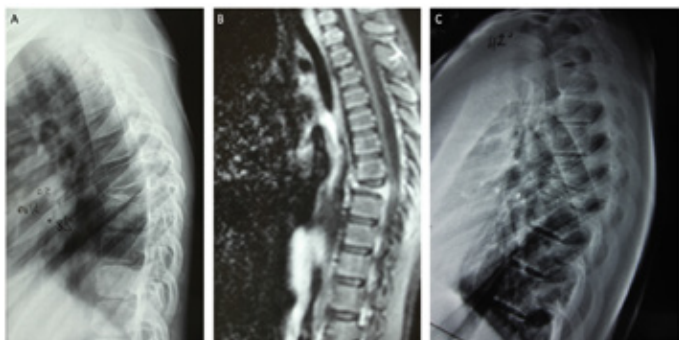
Fille de 13 ans se présentant avec une dorsalgie progressive avec déformation du rachis en hypercyphose et un examen neurologique normal. Radiographie (A) de profil montre une vertèbra plana de D8. Une IRM (B) et le bilan d'extension confirment le diagnostic de granulome éosinophile solitaire de D8. La patiente est traitée par antalgiques et un corset thoracolombaire en hyperextension. Suivi (C) à 4 ans montre une stabilisation de la vertèbra plana et une gain relative de la hauteur vertébrale et discale.
